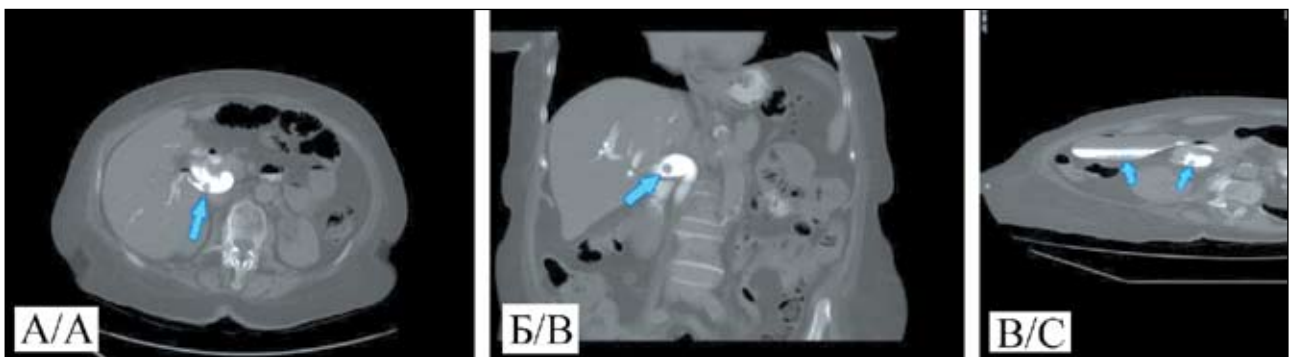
Контрастная КТ-холангиография. Рак головки поджелудочной железы, МЖ злокачественного генеза. На аксиальном (А) и фронтальных срезах (Б, В), полученных в портальную фазу исследования в условиях прямого контрастирования внепеченочных желчных протоков, визуализируется неравномерно контрастированное объемное образование головки поджелудочной железы, вызывающее компрессию общего желчного протока. ИП результат диагностики причины МЖ злокачественного генеза
